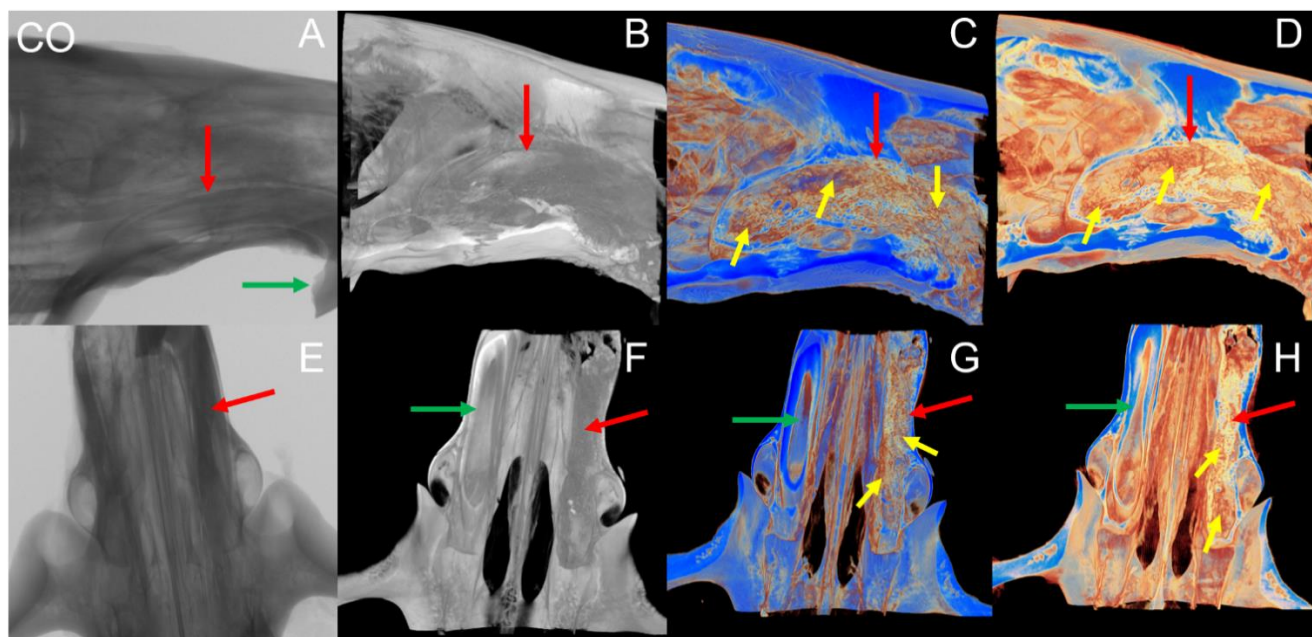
Microtomografia CO. (A) corte sagital bidimensional; (B) reconstrução sagital 3D, em escala preto e branco, mostrando paredes do alvéolo íntegras e ausência de remanescentes dentários; (C) reconstrução sagital 3D, em escala Blue, onde observa-se áreas mais escuras (setas amarelas), sugestivas de tecido ósseo imaturo, interposto por áreas mais claras, sugestivas de tecido conjuntivo; (D) reconstrução sagital 3D, em escala Trabecular; (E) corte coronal bidimensional, mostrando toda área da amostra que foi escaneada; (F) reconstrução axial 3D, escala preto e branco, onde observa-se integridade das paredes do alvéolo; (G) reconstrução axial 3D, escala Blue, em região de terço médio, mostrando preenchimento do alvéolo; (H) reconstrução axial 3D, escala Trabecular, em região de terço médio. Setas vermelhas mostram paredes do alvéolo íntegras; Setas amarelas evidenciam áreas com tecido mais denso, sugestivas de tecido ósseo imaturo; Setas verdes mostram incisivo central do lado esquerdo
